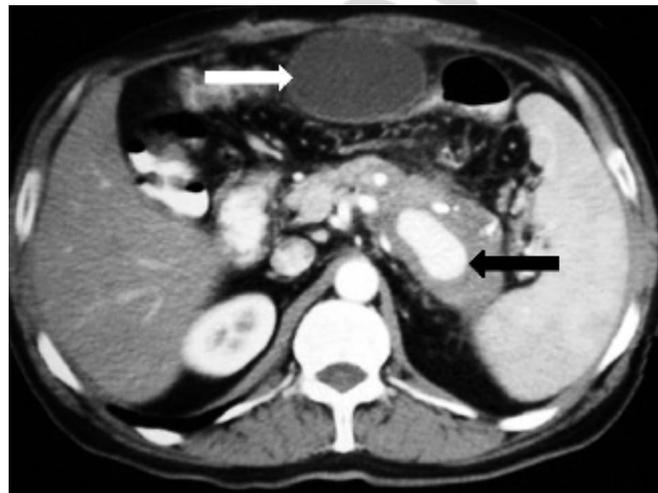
Компьютерная томограмма пациента с ХП (белой стрелкой указана псевдокиста, черной — аневризма селезеночной артерии)
